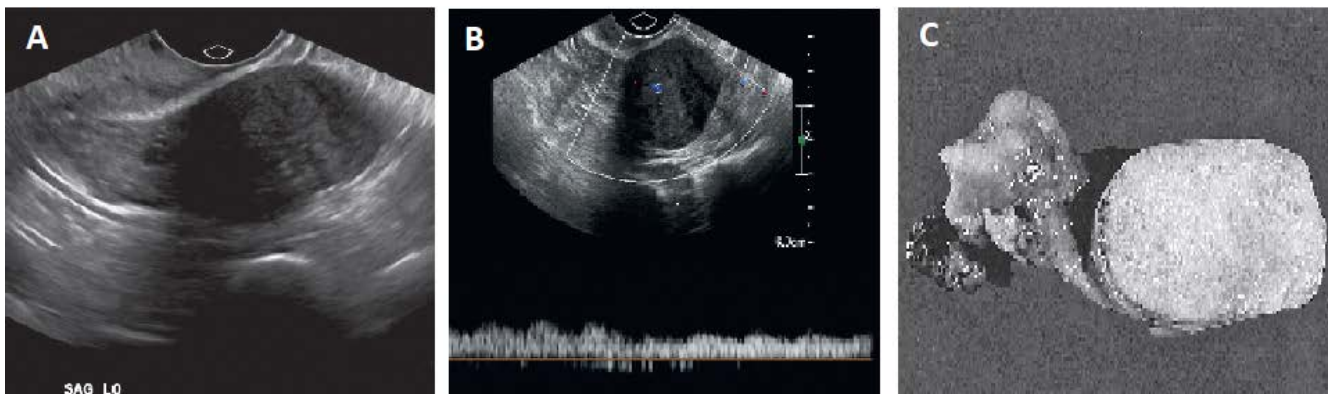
Fibrome ovarien. A : Masse hypoéchogène avec une certaine atténuation postérieure. B : L'évaluation spectrale Doppler de la masse démontre un écoulement interne confirmant une masse solide. C : Un spécimen montre la nature homogène et solide d'un fibrome. (31)
